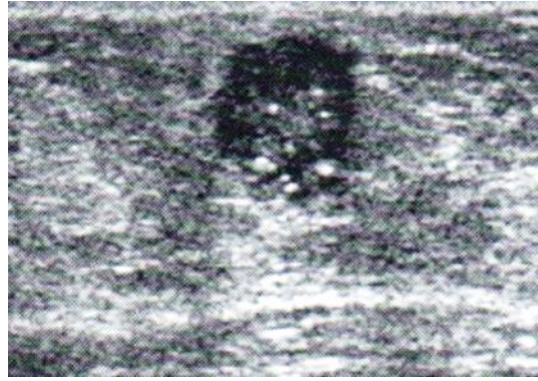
Ultrasonido de mama derecha a mujer de 36 años. Cuadrante superorexterno. Nódulo sólido hipocóico, irregular y bordes espiculados con presencia de calcificaciones centrales. BI-RADS 5 (carcinoma ductal infiltrante).
